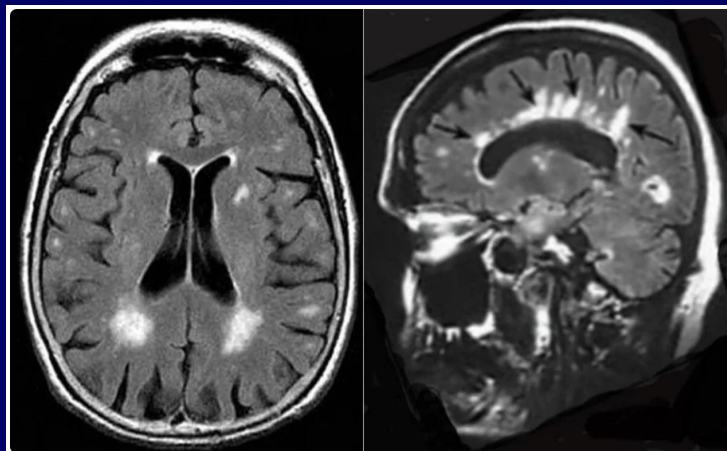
Multiple sclerosis. T2-FLAIR (TR/T1/TE = 4000/2200/160 ms) images in the transverse (A) and parasagittal (B) planes. Plaques (some shown with black arrows) are seen with high signal on both images.
